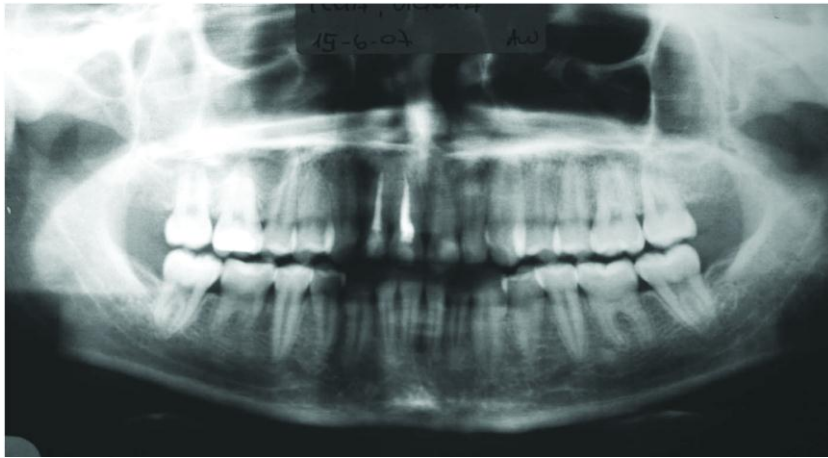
(11) Ortopantomografía de control a los 5 años posteriores al autotransplante de terceros molares para reemplazar el primer molar inferior.
